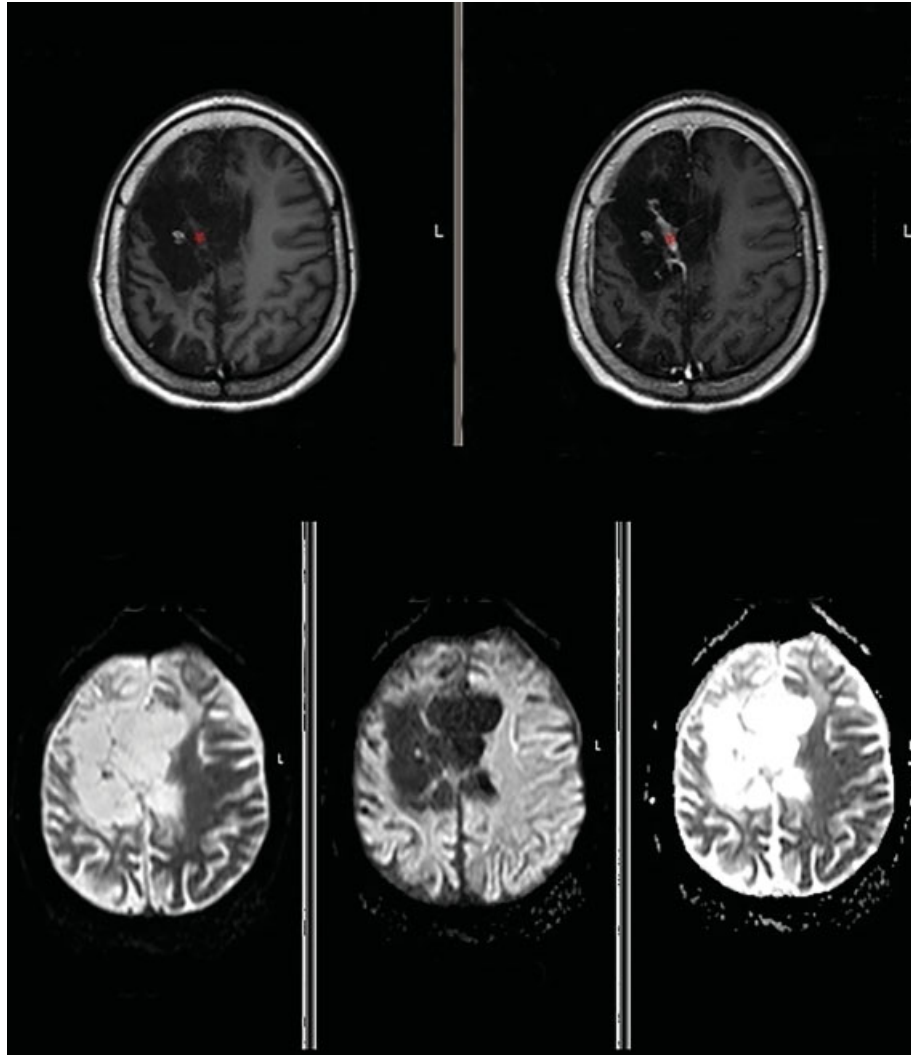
RM encefálica. Arriba (corte axial): secuencias ponderadas en T1 sin (izquierda) y con gadolínio (derecha) que evidencia banda de gliosis que realza (asterisco). Abajo (corte axial): RMI en difusión en valores b0 (izquierda) y b100 (centro) y mapa ADC (derecha): muestra encefalomalacia multiquística con difusión facilitada con baja señal en DWI y alta señal en ADC.
